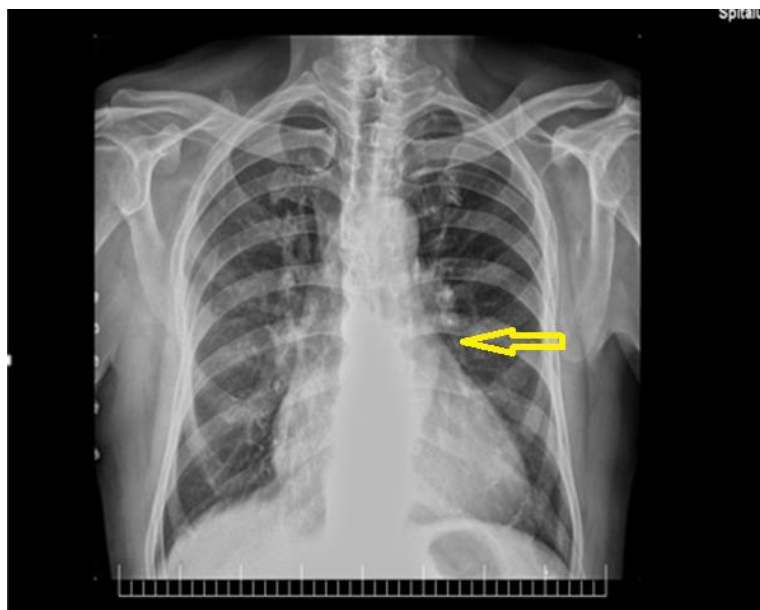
Radiografie toracică efectuată în urgență. Se observă indicele cardio-toracic care este mărit datorită diametrului crescut al ventriculului stâng și atriului stâng. Săgeata galbenă indică golul inimii care este aplatizat prin dilatarea atât a atriului stâng cât și a arterei pulmonare stângi. Circulația pulmonară relevă vase venoase dilatate la nivelul vârfurilor plămânilor, semn de hipertensiune venoasă pulmonară.
